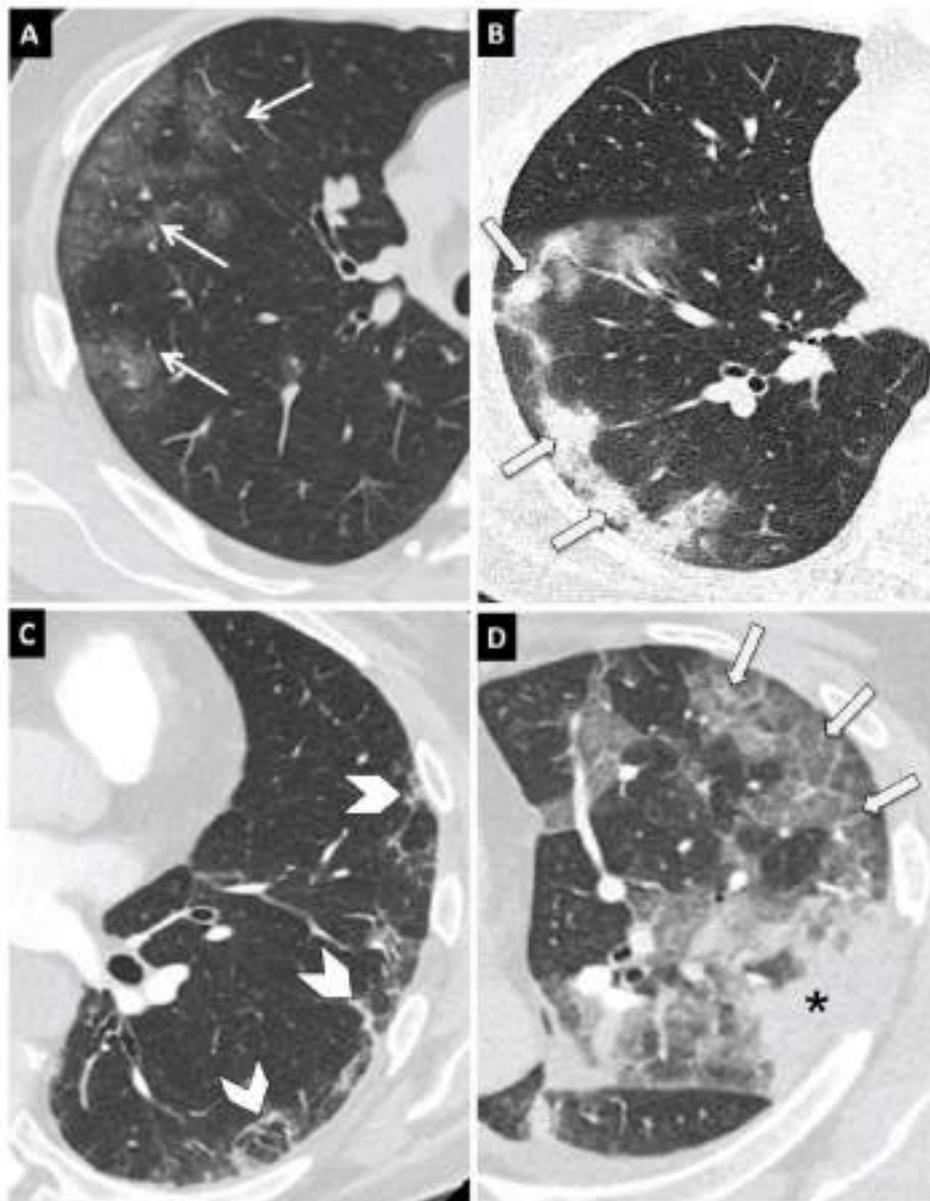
Hallazgos típicos de neumonía COVID-19 en tomografía computarizada (TC). Imágenes axiales de TC de tórax con cortes de 1 mm. Tomado de Martínez Chamorro E, et al.⁵⁴
